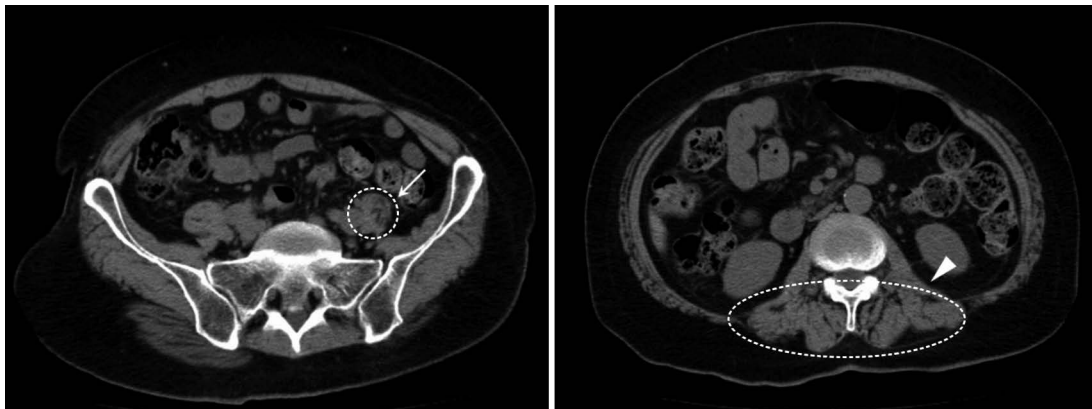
CT demonstrated mild atrophy in iliopsoas (arrow) and paraspinal (arrow head) muscles.
